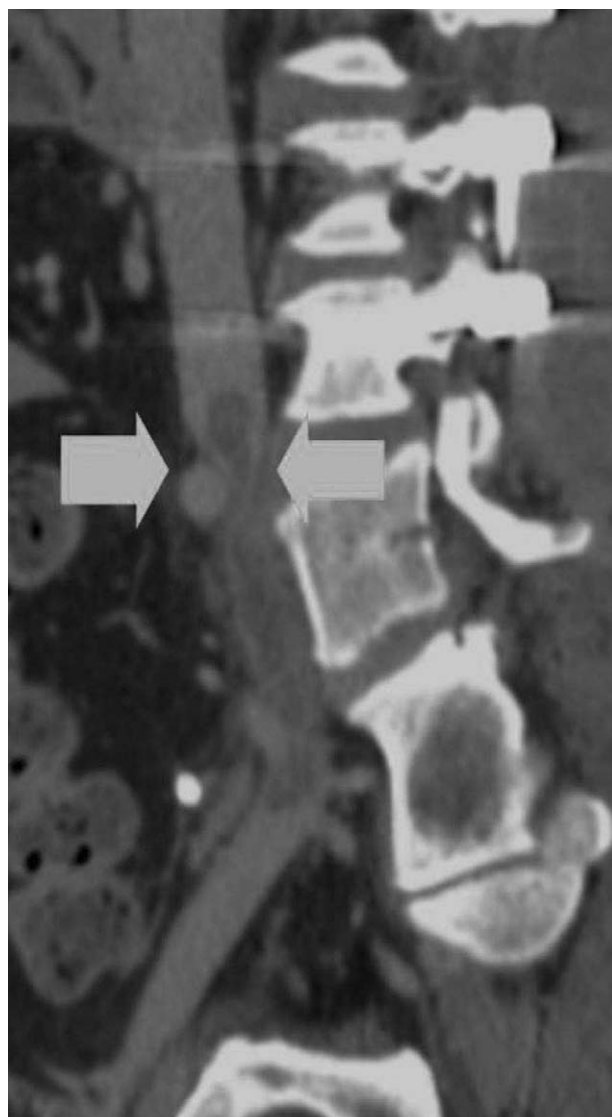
CT venogram shows compression of left common iliac vein by right common iliac artery.
